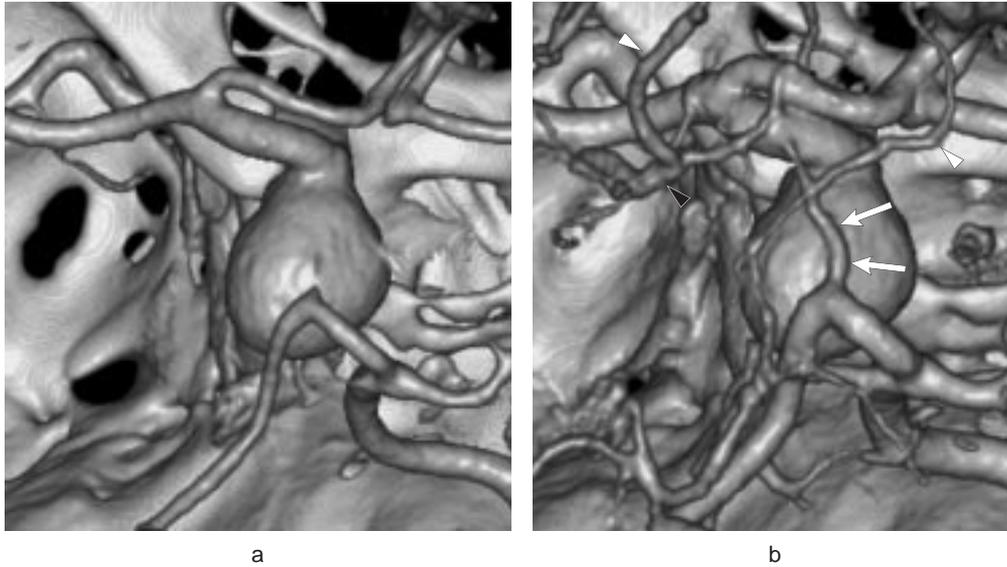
VR画像(3D-CTA)におけるしきい値操作の重要性
